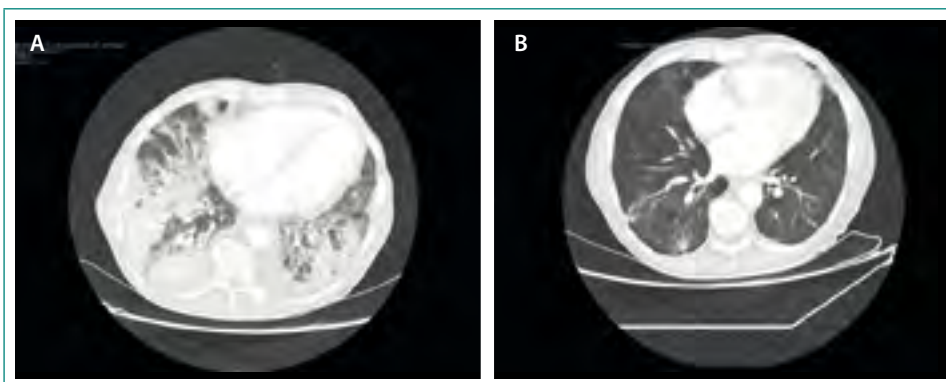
TC de tórax y abdomen con contraste (A) y sin contraste (B)
